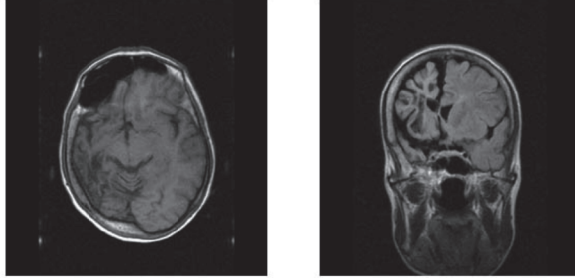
Hastanın kraniyal MRG görüntülemesinden örnek kesitler
